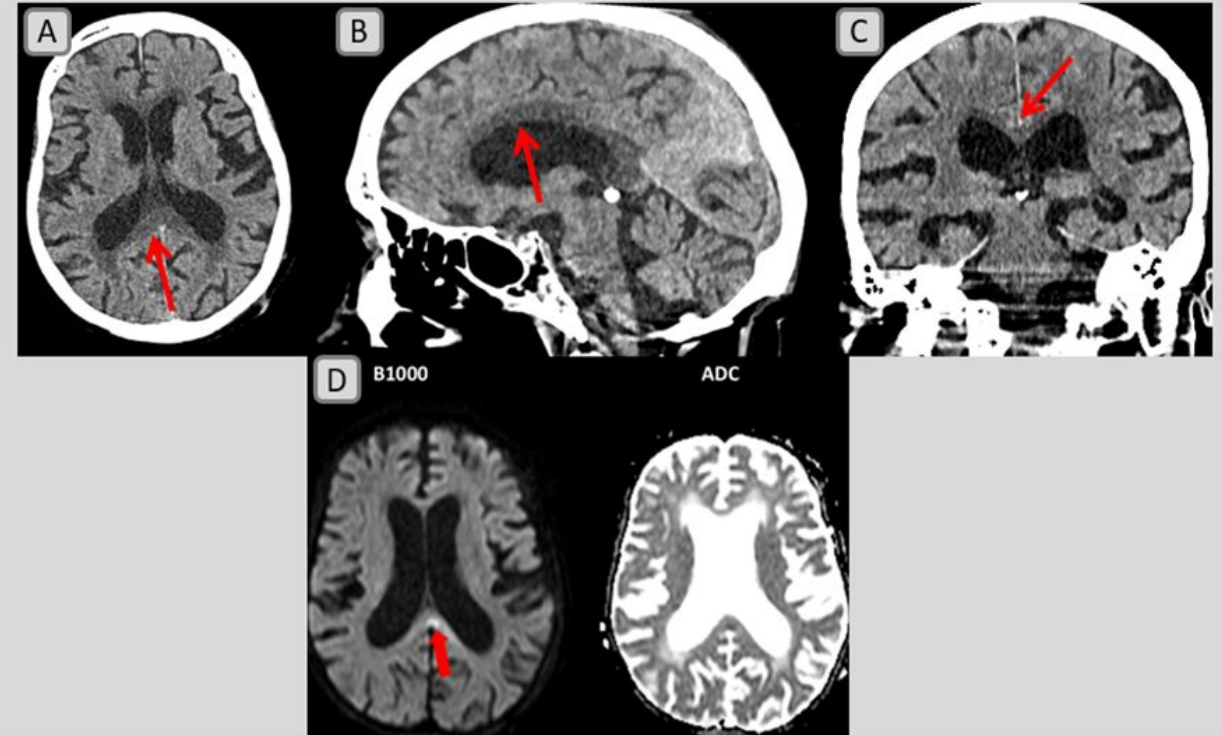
Paciente con antecedentes de enolismo crónico encontrada tumbada en el suelo de su domicilio. (A) El estudio de TC se informó inicialmente como enfermedad isquémica de pequeño vaso y atrofia mixta. En una segunda lectura se añadió que existía una disminución difusa de la densidad del cuerpo calloso (A: axial, B: sagital, C: coronal) y que debía descartarse como primera posibilidad la enfermedad de Marchiafava Bignami. (D) El estudio se completó con una resonancia cerebral en la que existía una hiperintensidad de la señal del cuerpo calloso y una difusión restringida en la región del esplenio confirmando el diagnóstico de enfermedad de Marchiafava Bignami.
